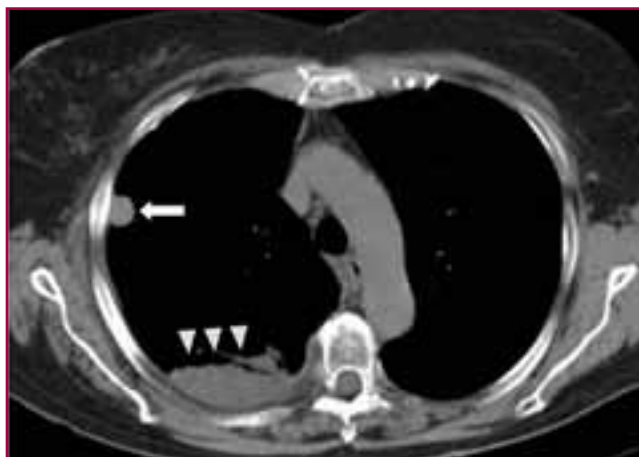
Imatge de la TC en la que s'observa una lesió nodular (fletxa) amb ampli contacte pleural, ubicada al lòbul pulmonar superior dret i acompanyada d'embassament pleural (indicat amb tres caps de fletxa).
